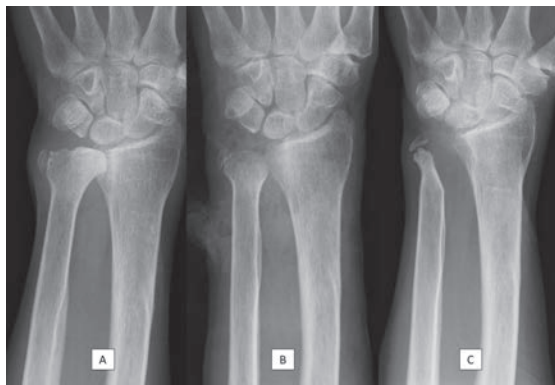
A 術前手関節正面X線像：遠位橈尺関節の関節症性変化をみとめる。B 術後手関節正面X線像：尺骨頭を部分切除している。X線像では尺骨変異は-1mmとなっている。C 術後6年の手関節症面X線像：尺骨頭の骨吸収が生じている。
